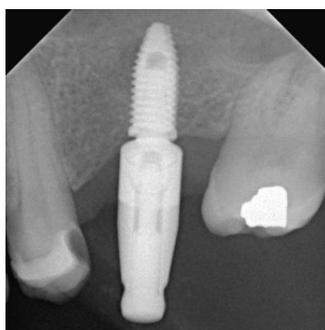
Radiografia de 180 dias da instalação de implante em seio maxilar esquerdo sem realização de enxertia, evidenciando a formação de um novo limite de assoalho de seio maxilar e o contorno ósseo circundando todo o implante.
